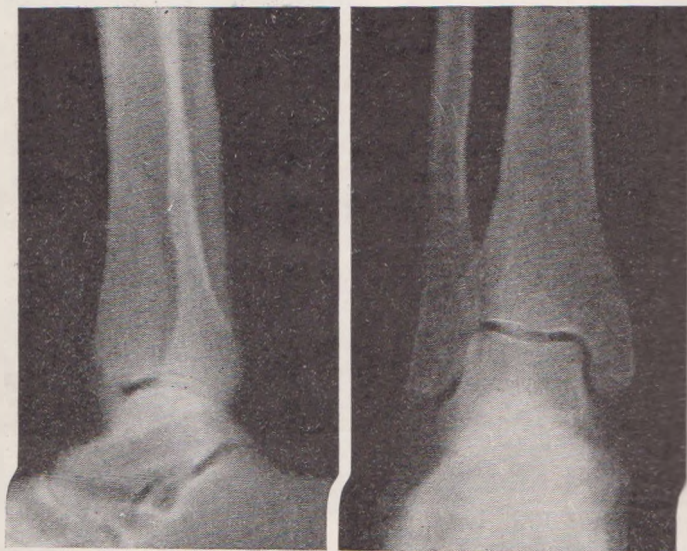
Рентгенограмма той же больной через 2 года после консервативного лечения в гипсовой повязке.
